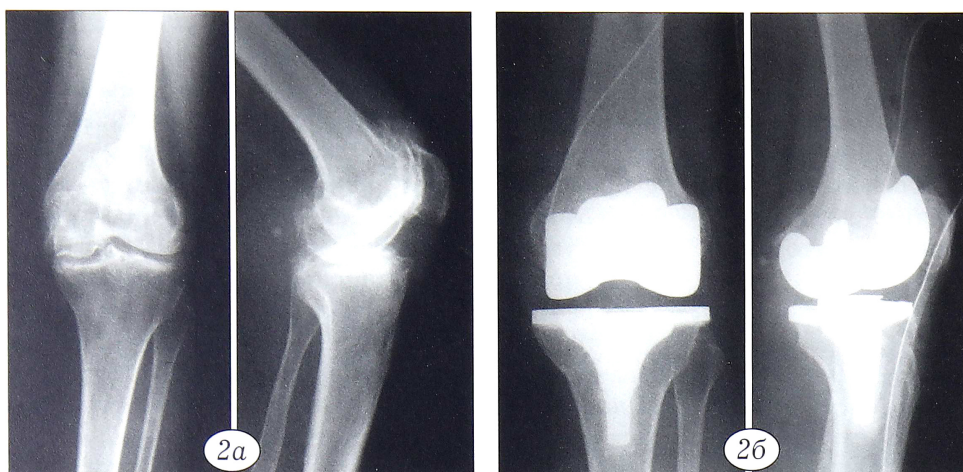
Рентгенограммы больной И. 63 лет с левосторонним гонартрозом до (а) и после (б) операции с использованием эндопротеза с задней стабилизацией Genesis II-PS.
